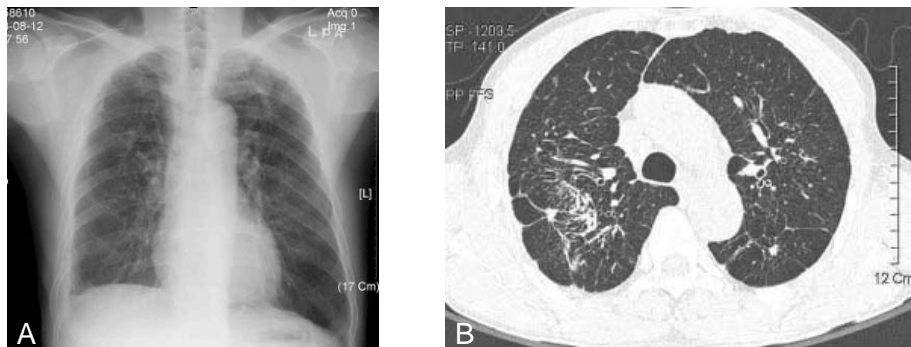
Chest radiography(A) and High resolution CT (HRCT) scan(B) showed fibrotic linear opacity and traction bronchiectasis in both lungs.
